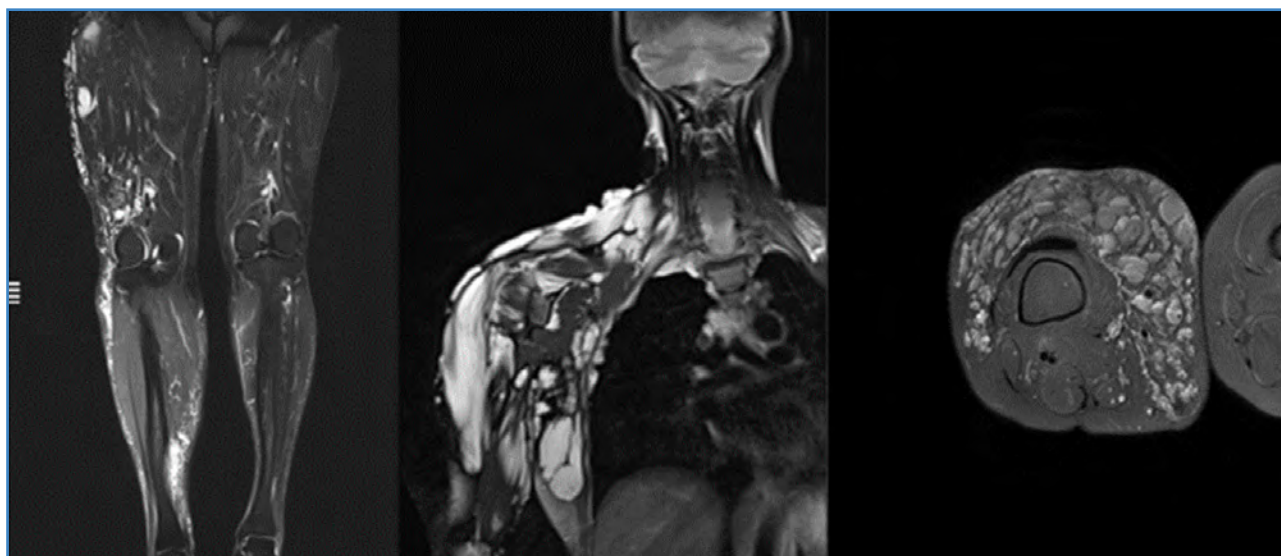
Cortes coronales y axial de resonancia magnética de malformaciones venosas en la cara externa del muslo derecho y el hemitórax derecho.
